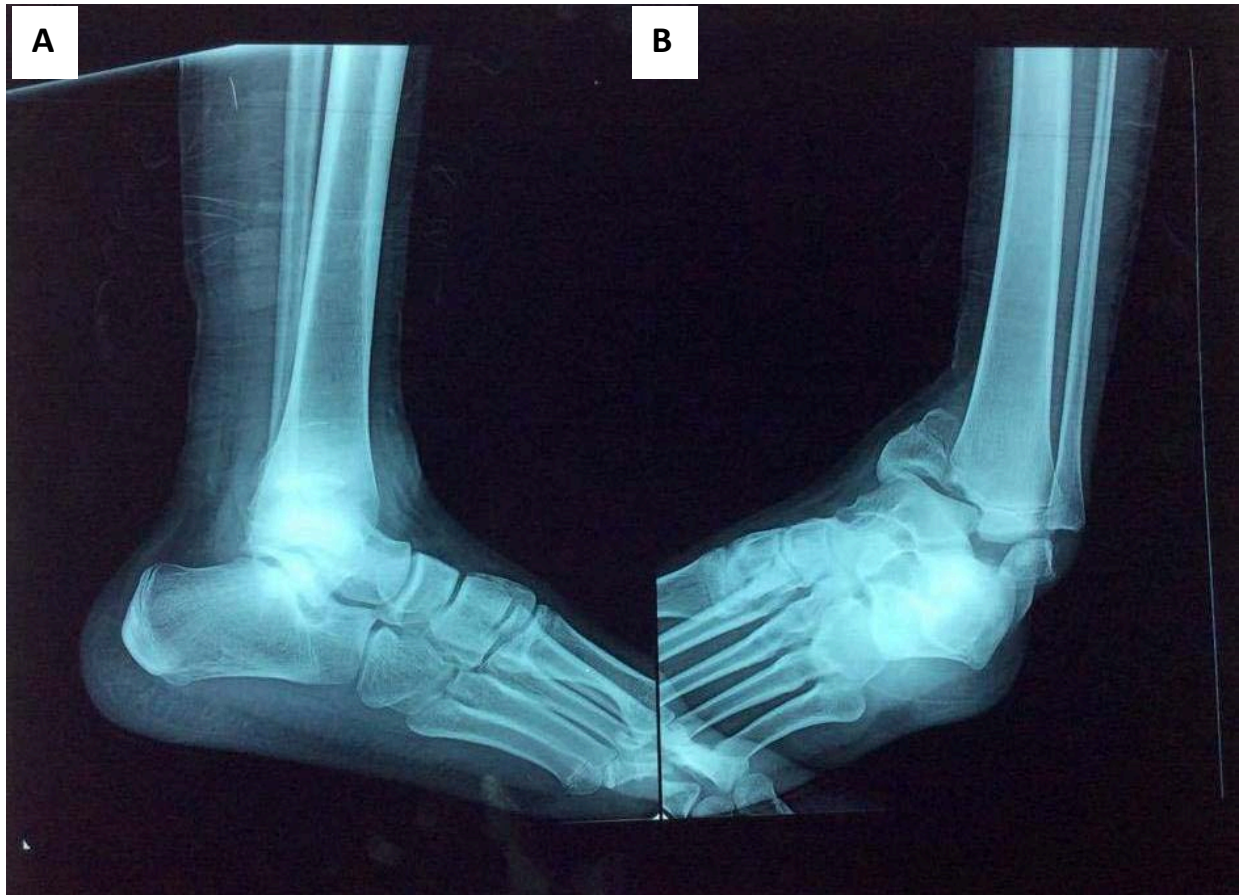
radiographies de la cheville gauche face (B) et profil (A) montrant une fracture de Mac Farland (SH IV) associée à une FDE SH I de la fibula homolatérale avec déplacement en varus, chez un garçon de 14 ans.
